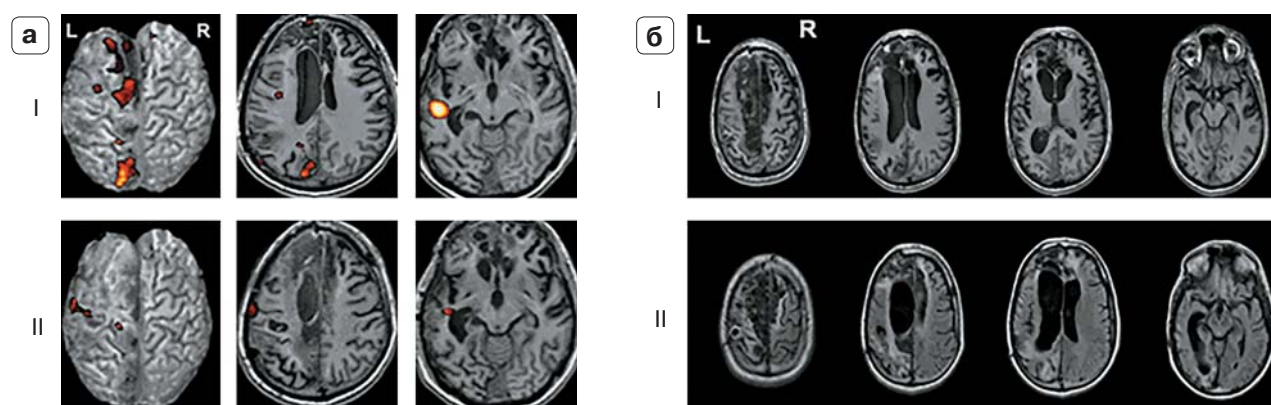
Изменения показателей нейровизуализации пациента К-го в динамике восстановления после ЧМТ. I – 6-й месяц, II – 11 мес после ЧМТ. а – фМРТ при пассивном движении правой, более паретичной рукой; б – структурная МРТ.
